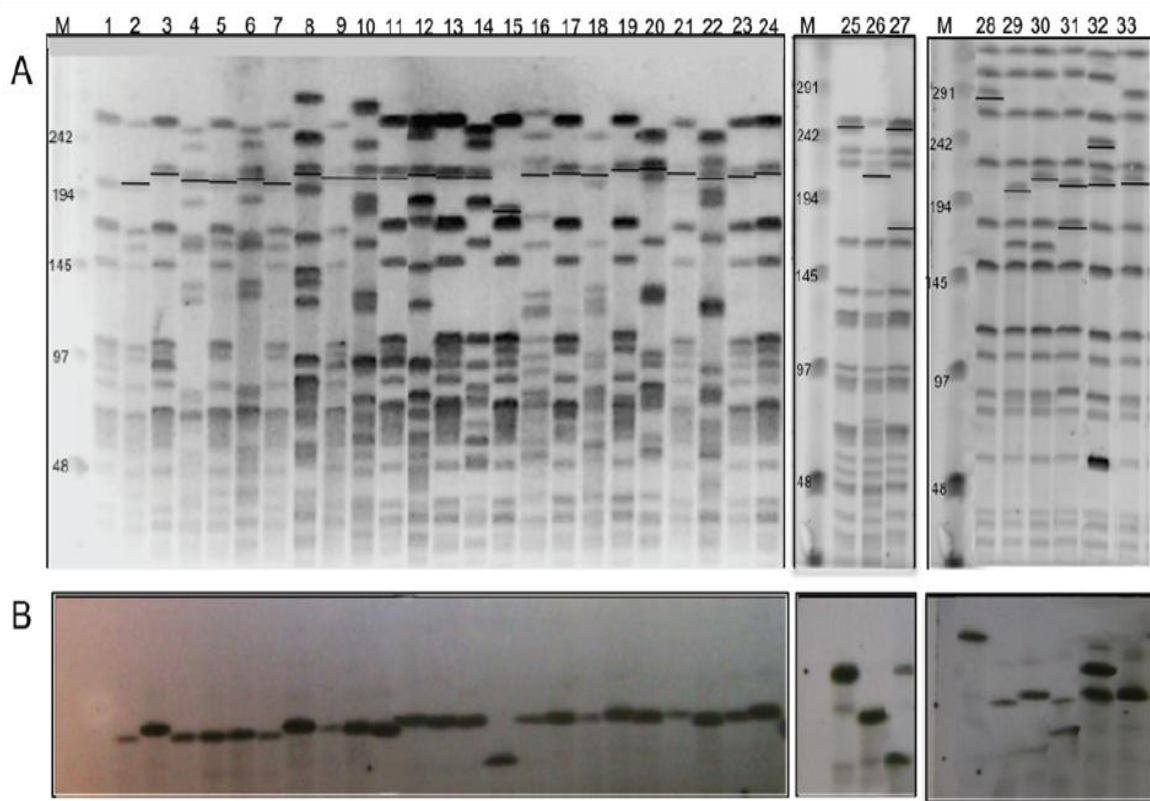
A-PFGE do DNA genômico sujeito a restrição com *Sma*I de isolados selvagens, receptoras *E. faecium* GE1, *E. faecium* BM4105RF e *E. faecium* 64/3 e respectivos transconjugantes. As linhas por baixo das bandas correspondem aos locais em que ocorreu hibridação com a sonda do gene *pbp5*. B-Ensaio de hibridação sobre uma membrana obtida a partir do gel da figura A, em que foi usada uma sonda para o gene *pbp5* (primers P1 e P2 Figura 8 da secção 9.1 do capítulo III). M-Marcador (*Low Range PFG Marker*); *E. faecium* GE1 (perfil 1), *E. faecium* 64/3 (perfil 25), *E. faecium* BM4105RF (perfil 28), transconjugantes de *E. faecium* GE1 (perfis 3-TCVD79C1.5 GE1; 5-TCSN71.1GE1; 7-TCSN133.3 GE1; 9-TCHPH2.1 GE1; 11-TCH323.3 GE1; 13-TC70411.2 GE1; 15-TCH207.1 GE1; 17-TCE49.1 GE1; 19-TCE233.1 GE1; 21-TCE169.3 GE1; 23-TCE4.1 GE1; 24-TC28798.1 GE1), transconjugantes de *E. faecium* 64/3 (perfis 26-TCSN71.1 64/3; 27-TCHPH2.4 64/3), transconjugantes de *E. faecium* BM4105RF (perfis 29-TCSN71.1 BM; 30-TCH207.3 BM; 31-TC70411.5 BM; 32-TCE169.3 BM; 33-TCVD79C1.6 BM) e selvagens (perfis 2-VD79C1; 4-SN71; 6-SN133; 8-HPH2; 10-H323; 12-70411; 14-H207; 16-E49; 18-E233; 20-E169; 22-E4).
